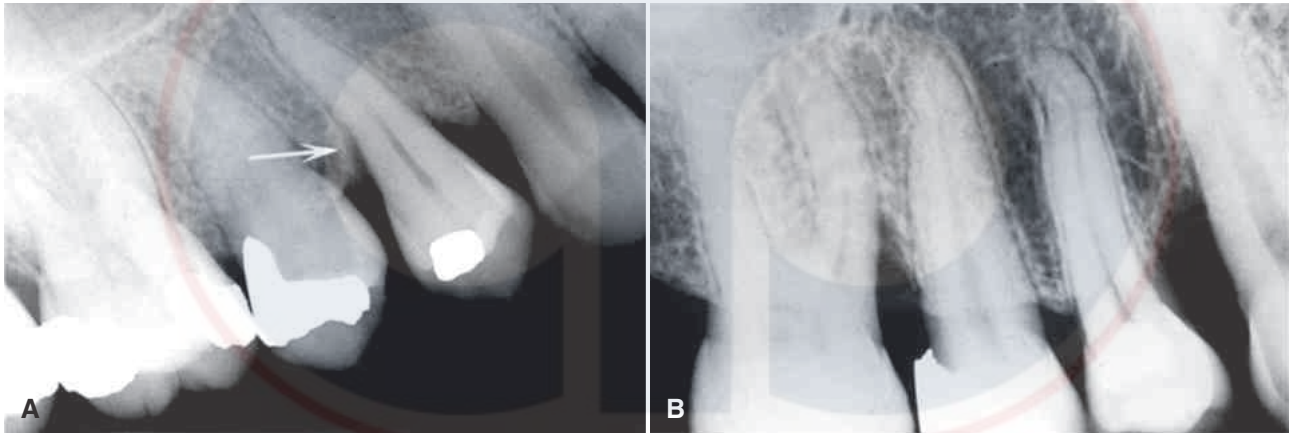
(A) Un defecto vertical en desarrollo. Obsérvese el ensanchamiento anormal del espacio del ligamento periodontal cerca de la cresta (*flecha*). (B) Imagen periapical maxilar revela dos ejemplos de defectos verticales más severos que afectan la superficie mesial del primer molar y la superficie distal del canino.
